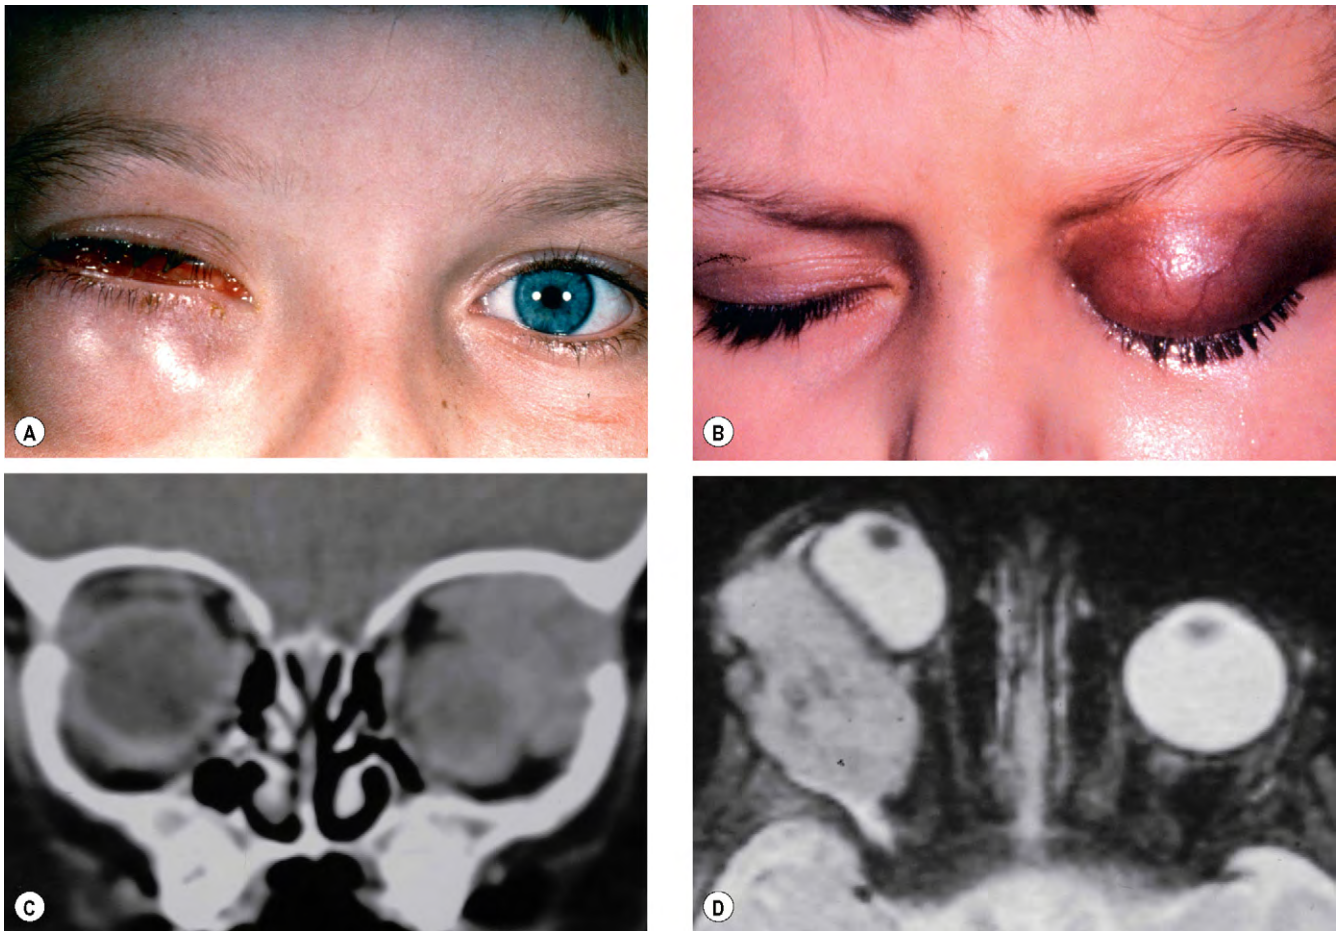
Sarcoma embrionario. (A) Afectación de la órbita inferior anterior; (B) tumefacción y eritema de la piel del párpado; (C) la TC coronal muestra una masa mal definida en la órbita superotemporal; (D) la RM axial reforzada en T2 de un tumor retrobulbar avanzado muestra una gran masa con indentación del globo y proptosis.
